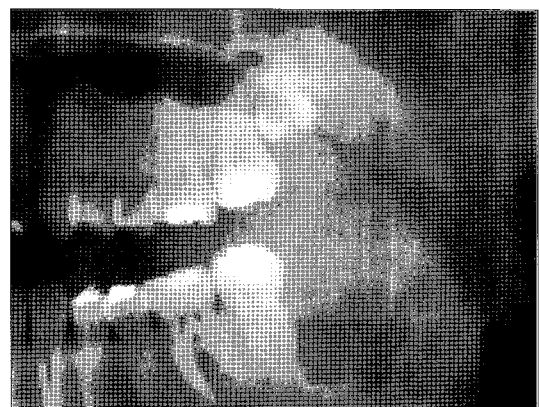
Postoperative radiograph right after enucleation.
